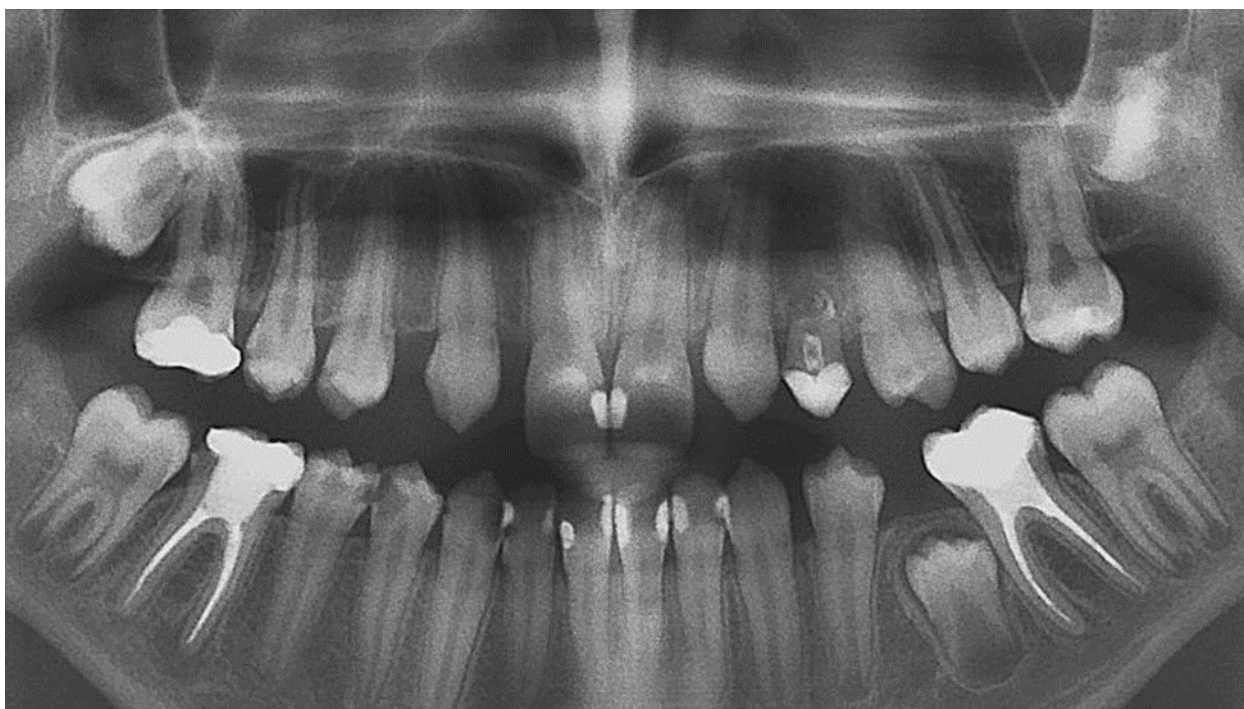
Ортопантомограма хв. М. 14 років: двохстороння адентія верхніх бокових різців
